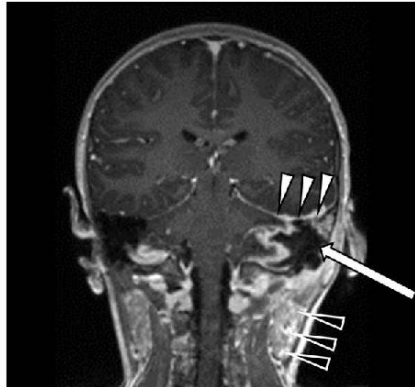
Patient 7 at admission. Coronal contrast-enhanced T1-weighted MRI of the head with fat suppression. Large arrow: abscess-forming, destructive mastoiditis with infiltration into the cerebellum. Small arrows: meningeal enhancement. Small black arrows: cervical lymphadenopathy. MRI = magnetic resonance imaging.
